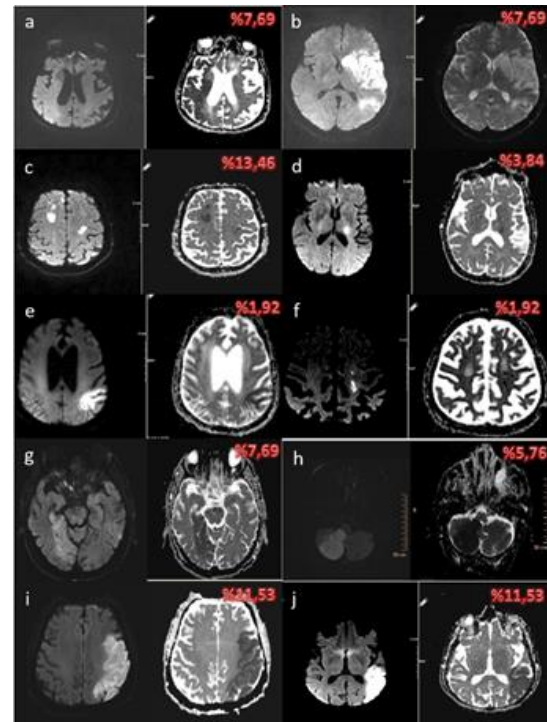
Vascular territories and Infarct Fractions a-Acute phase MCA Upper and Lower Division involvement (Deep Branch Protection) MRI Diffusion Sequence; b-Subacute period total MCA + involvement (Upper + Lower and Deep Branches) MRI Diffusion Sequence; c-MRI Diffusion Sequence compatible with acute multiple infarct; d-MRI Diffusion Sequence Consistent with Acute Phase Subcortical Lacunar Infarct; e- MRI Diffusion Sequence compatible with Acute-Subacute period MCA-PCA common irrigation area; f- MRI Diffusion Sequence compatible with Acute-Subacute period MCA-MCA Deep branch common irrigation area; g- MRI Diffusion Sequence compatible with acute-subacute period PCA irrigation area; h- MRI Diffusion Sequence (including vertebral irrigation area) compatible with Acute-Subacute period PICA irrigation area; i- MRI Diffusion Sequence compatible with Acute-Subacute period MCA upper division irrigation area; j- MRI Diffusion Sequence compatible with Acute-Subacute period MCA subdivision irrigation area.
